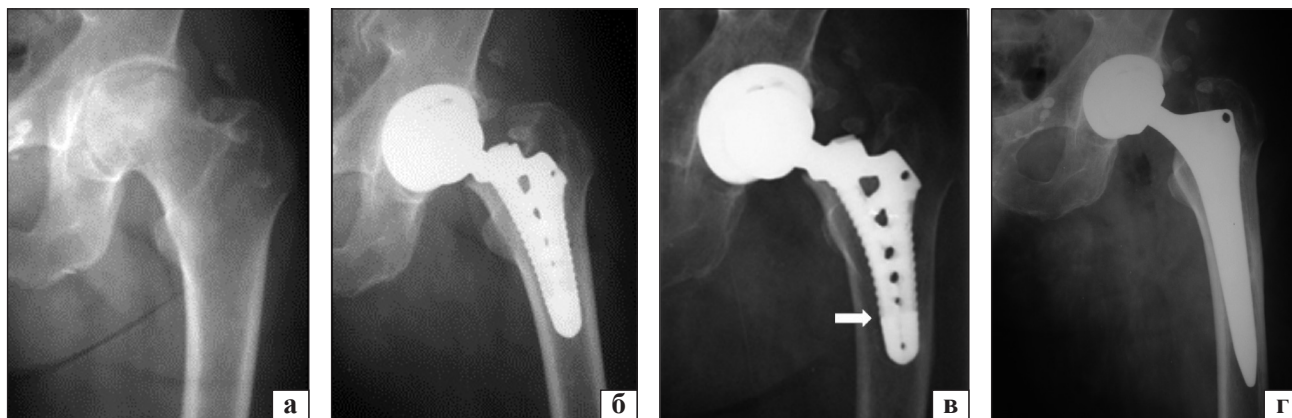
Рентгенограми лівого кульшового суглоба хворої М., 58 років, діагноз: асептичний некроз головки стегнової кістки II–III ст., деформівний коксартроз II ст.: до (а); після (б); через рік після операції (в), явища асептичної нестабільності ніжки (стрілка); після заміни ніжки ендопротеза безцементною системою (г)
